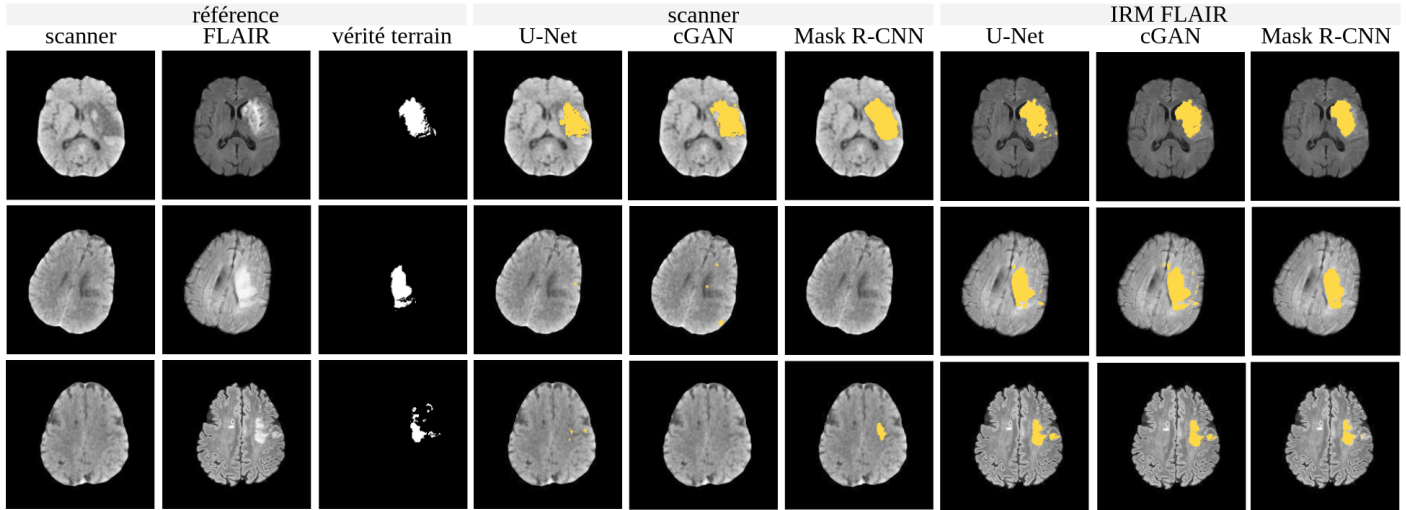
Visualisation des segmentations proposées par les trois méthodes. De gauche à droite : scanner, IRM FLAIR, vérité terrain, segmentation sur scanner U-Net, cGAN, Mask R-CNN, segmentation sur IRM FLAIR U-Net, cGAN, Mask R-CNN. Ratio de Fisher de haut en bas pour scanner : 0.21, 0.24, 0.07 et pour IRM FLAIR : 2.85, 2.64, 3.45.
